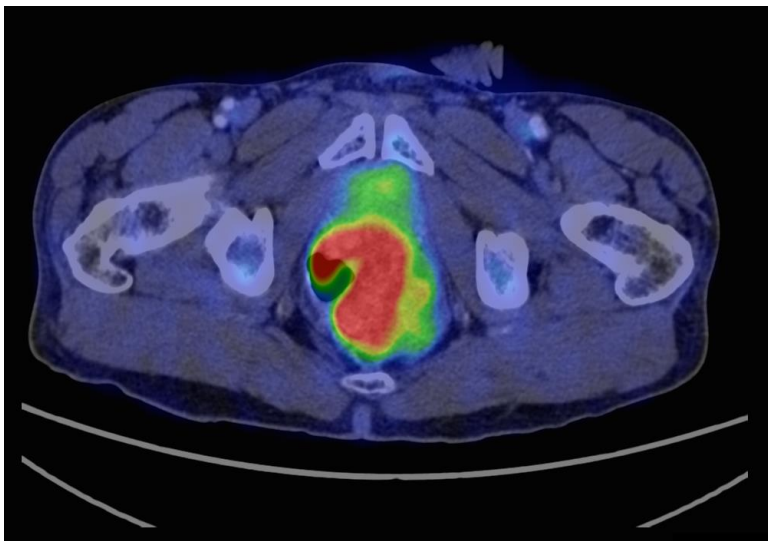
Beispiel einer Fusionsansicht aus CT-Schichtbild und dazugehörigem PET-Schichtbild
